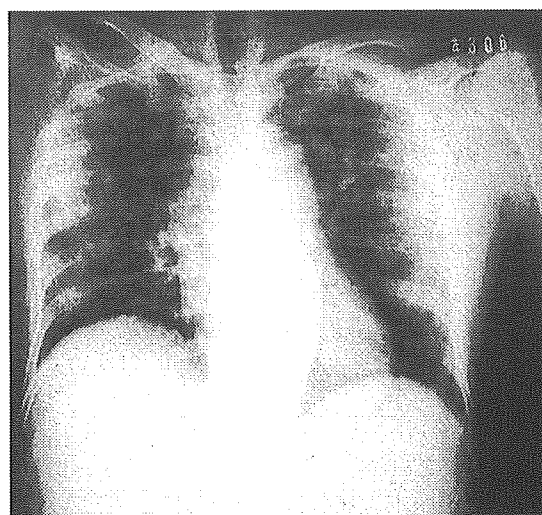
肝膿瘍穿破による横隔膜下膿瘍の胸部X線像(右横隔膜の挙上)
